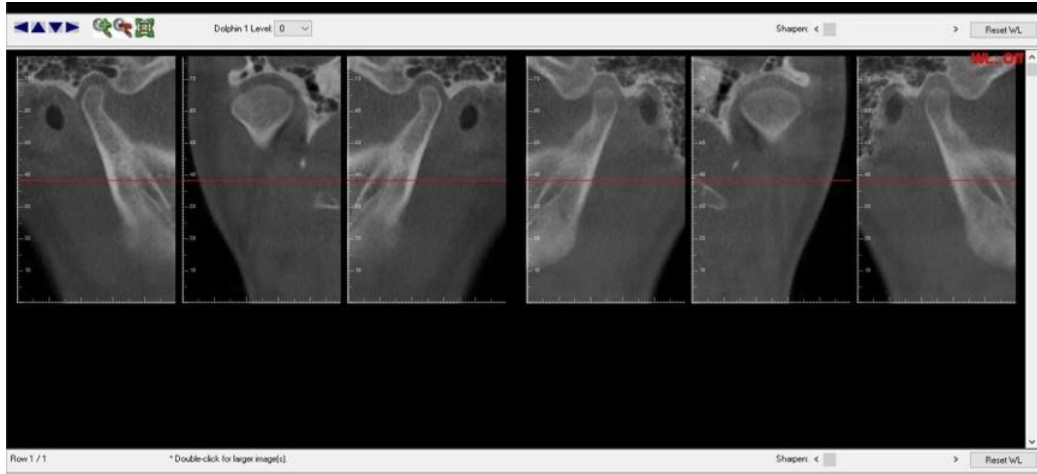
Hastaya Ait KIBT Görüntüsünden 2 Boyutlu Röntgen Görüntüsü Elde Etme İşlemi.
